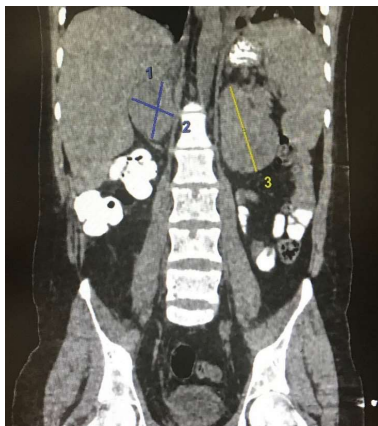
КТ ОБП и забрюшинного пространства. 1-2 – образование почечного ложа справа, 3 – слева.
